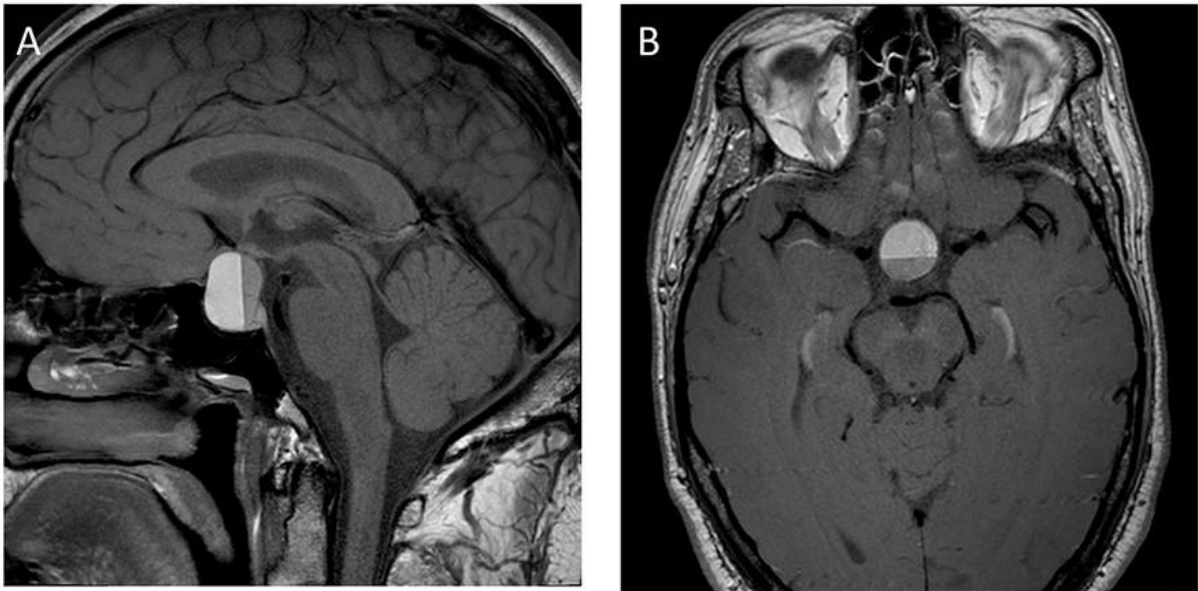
IRM pondéré en T1, coupe sagittale (A), coupe axiale (B) d'un patient présentant une apoplexie pituitaire(102)
